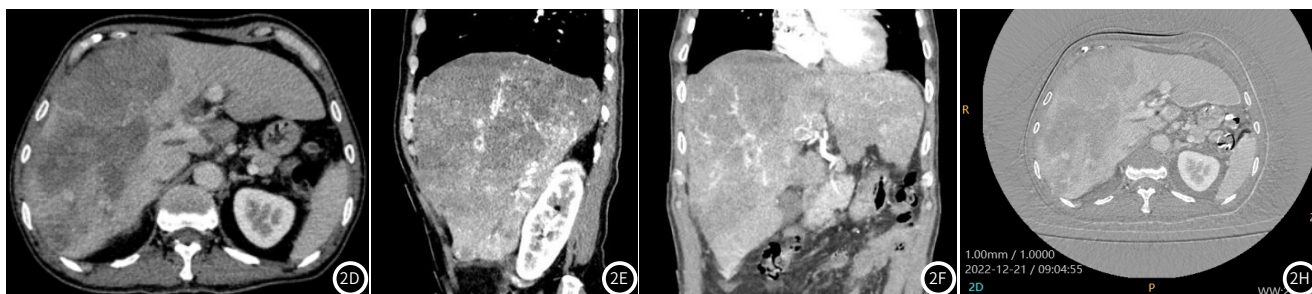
HCC能谱CT检查影像学图。图2A平扫横断位, 图2B能谱平扫动脉期, 图2C能谱静脉期, 图2D能谱延迟期, 图2E能谱动脉期矢状位, 图2F能谱动脉期冠状位图, 图2G能谱伪彩图, 图2H能谱水-碘图。
